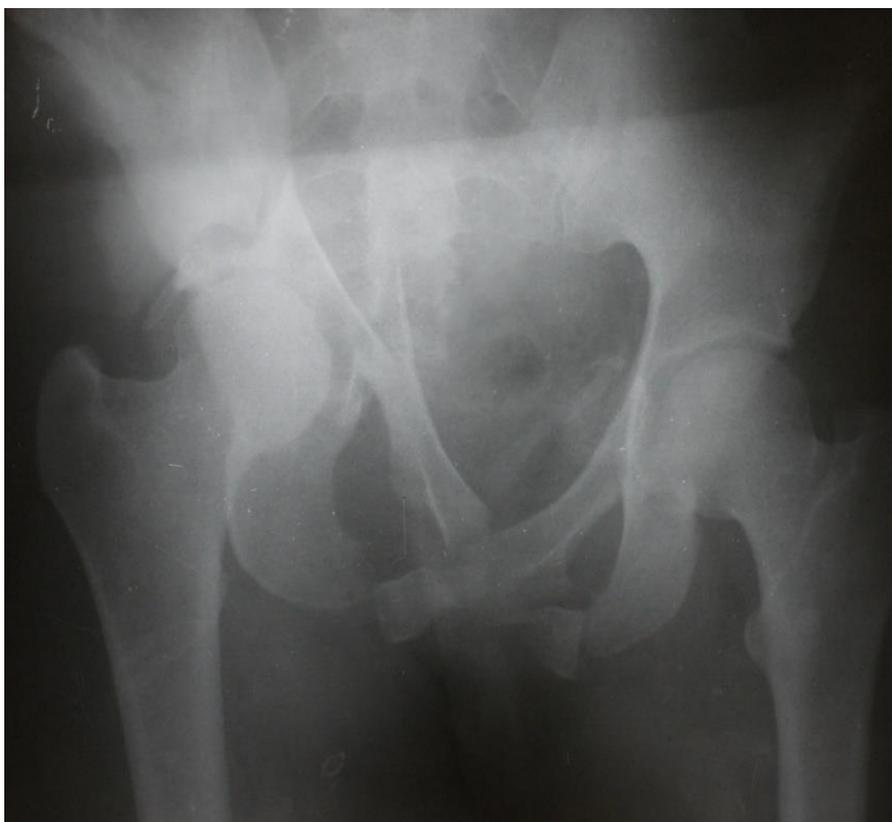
Рентгенограмма таза пациентки А
